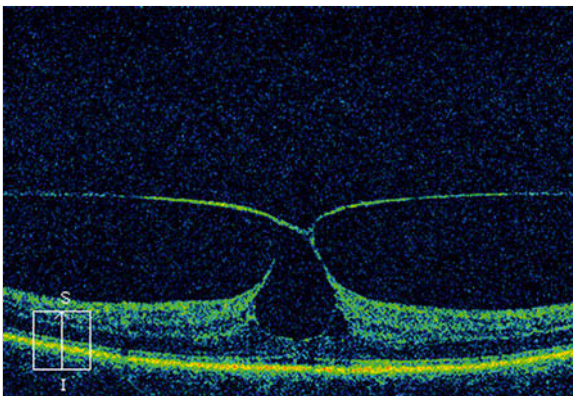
Vitreomakuläre Traktion in der optischen Kohärenztomografie der Makula.
